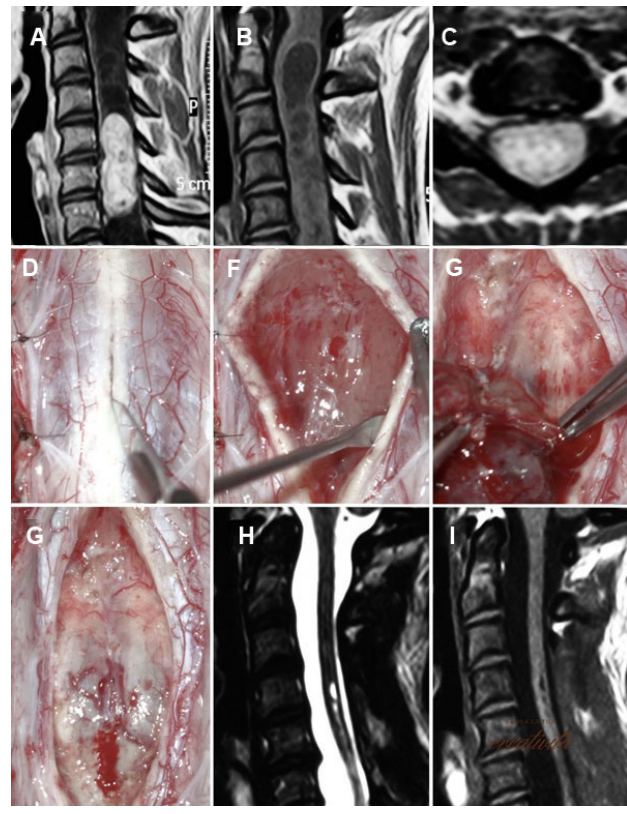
Tumor intradural-intramedular, C5-C7, ependimoma. A-C) RM prequirúrgica. D-G) Hallazgos intraoperatorios. H-I) RM postquirúrgicas.
